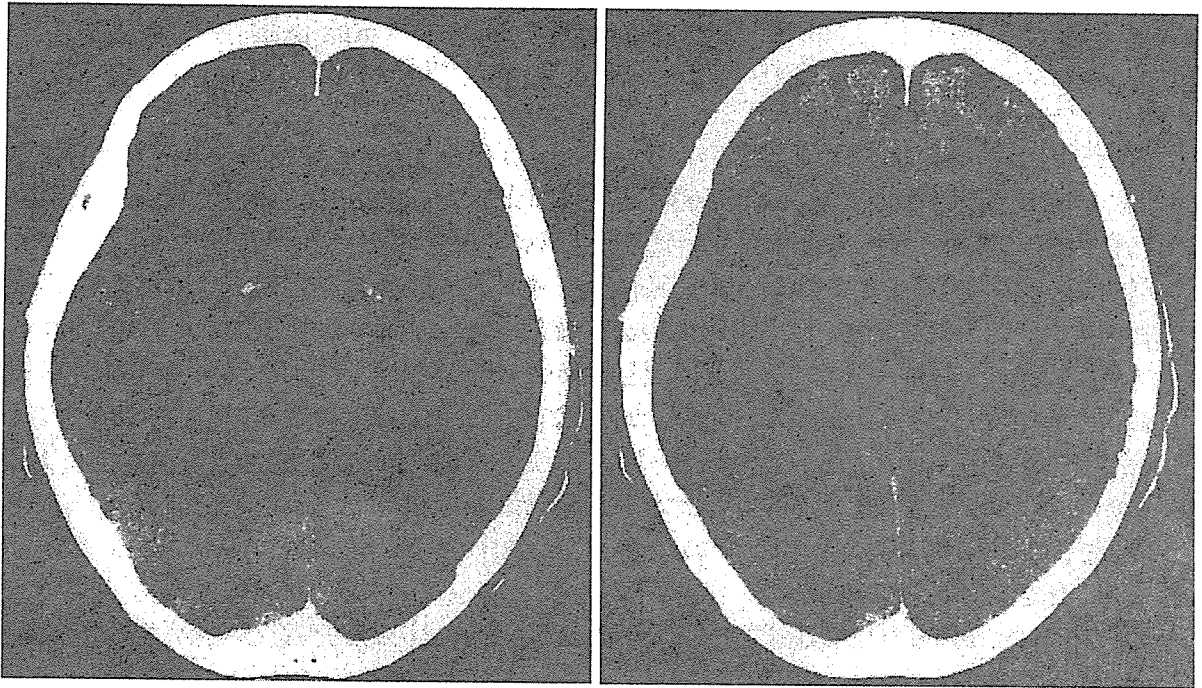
CTによる適応基準(MELT Japan ウェブページ (https://endai.umin.ac.jp/islet/melt/ct/ct_gl01.htm) より許可を得て転載)
